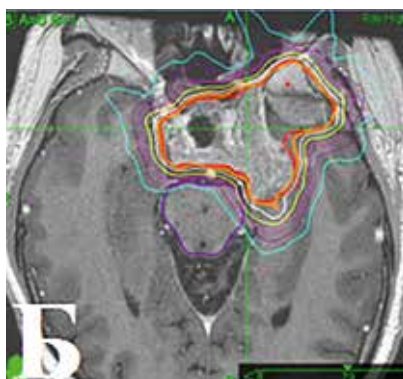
А: МРТ головного мозга от сентября 2014 г. перед проведением СРТ. Б: План облучения. В: МРТ-контроль через 3 месяца
